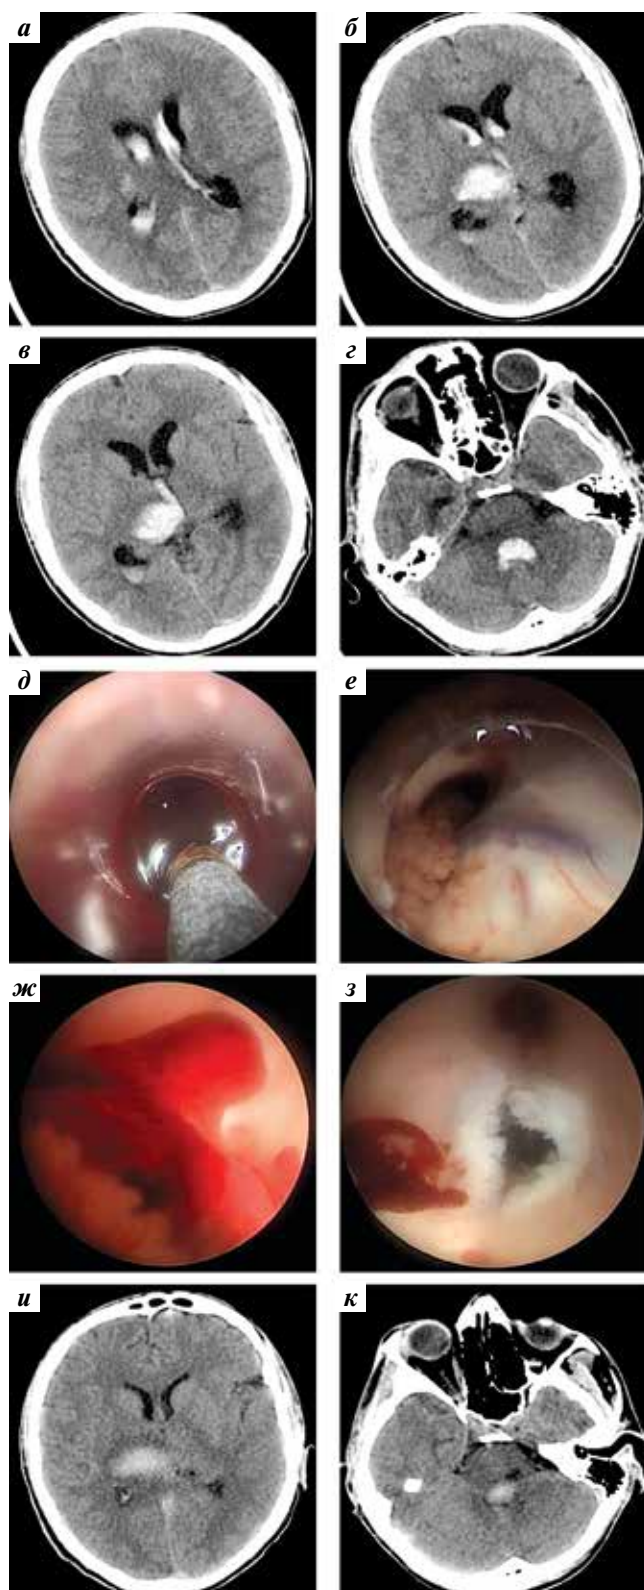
Эндоскопическое удаление ВЖК и ТВС у больного А., 24 лет, на 3-и сутки после геморрагического инсульта. КТ головного мозга: а–г – ВМГ правого таламуса (6 cm^3), ВЖК в боковые, III и IV желудочки (12 cm^3) (Graeb – 6); д, е – удаление ВЖК из боковых желудочков; ж, з – удаление ВЖК из III желудочка и ТВС; и, к – КТ головного мозга через 7 дней после операции
